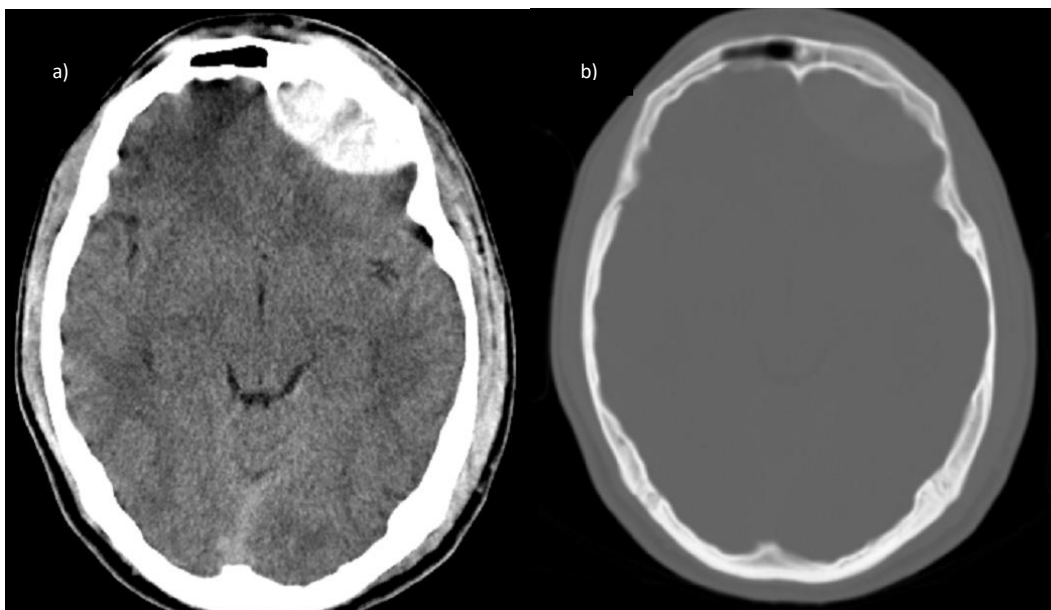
Paciente masculino de 20 años con diagnóstico de TCE leve tras sufrir accidente automovilístico tipo volcadura. a) Corte axial de tomografía de cráneo simple en ventana para parénquima cerebral donde observamos la presencia de hematoma epidural frontal izquierdo. b) Ventana ósea donde se demuestra fractura frontal. Cortesía del departamento de Imagenología del Hospital General de Mexicali.
